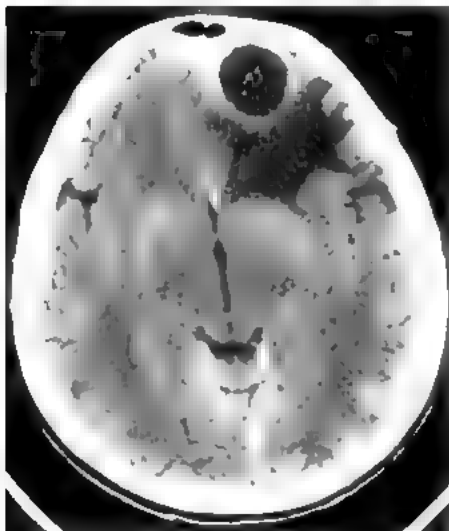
Абсцесс правой лобной доли; КТ без контрастного усиления
